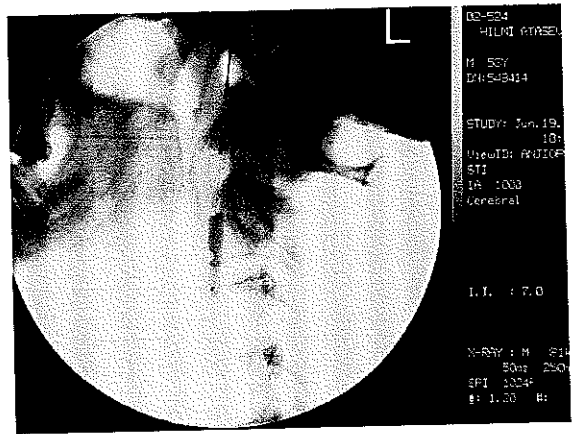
Sol ana karotis arterden internal karotis artere uzanan stent (A) takılan hastanın Doppler US incelemesinde stent orta kesiminde akım formu ve hızında bozulmaya yol açmayan intimal hiperplazi (ok) izlenmektedir (B-C).
